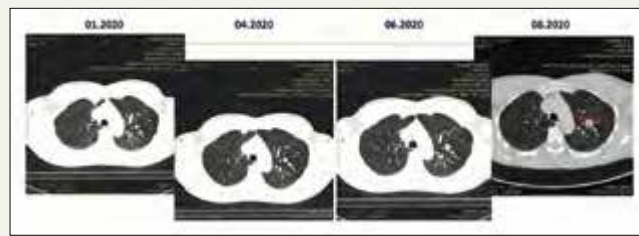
Рентгенологічне прогресування після 10-го курсу пембролізумабу
